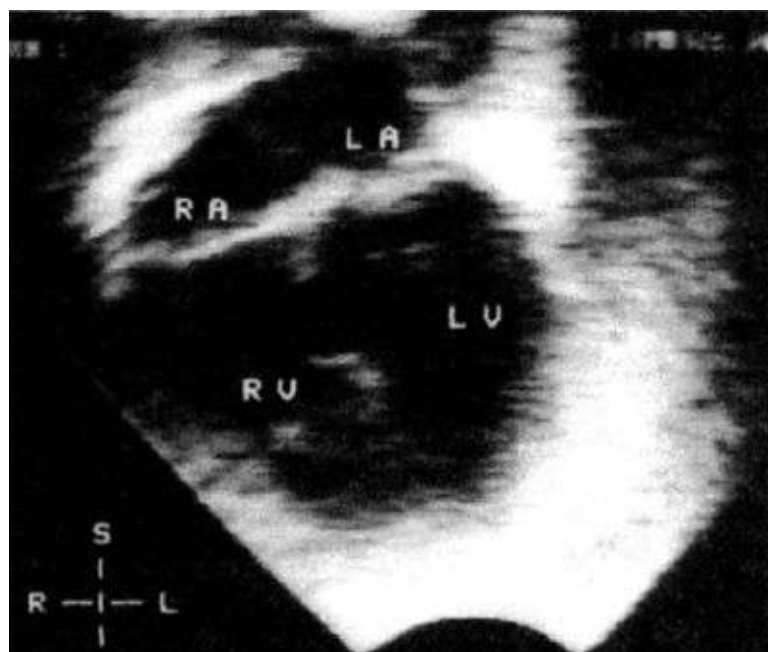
Дефект межжелудочковой перегородки на эхокардиографии
